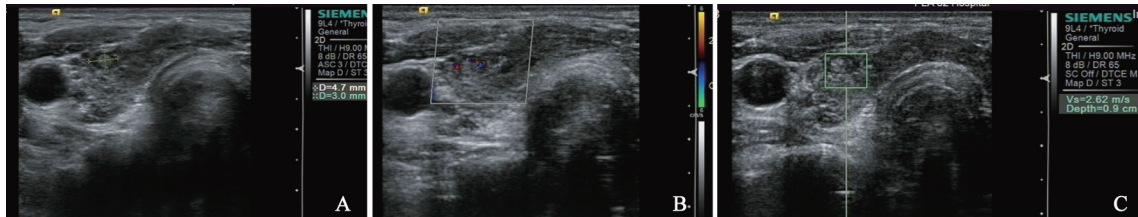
甲状腺微小癌因病灶小而漏诊患者的超声检查所见及VTQ技术测量
